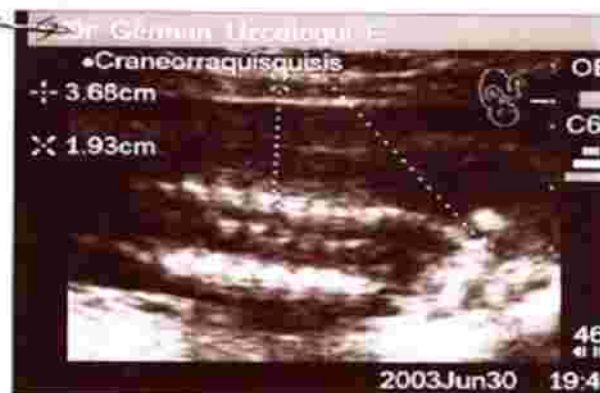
Ecosonograma del día 30 junio 2003 : Embarazo de 24 semanas, Defecto del tubo neural
